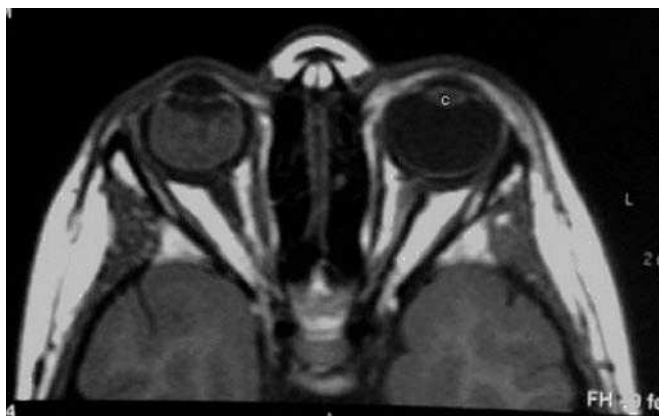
RM de órbitas. Secuencia axial T1.
